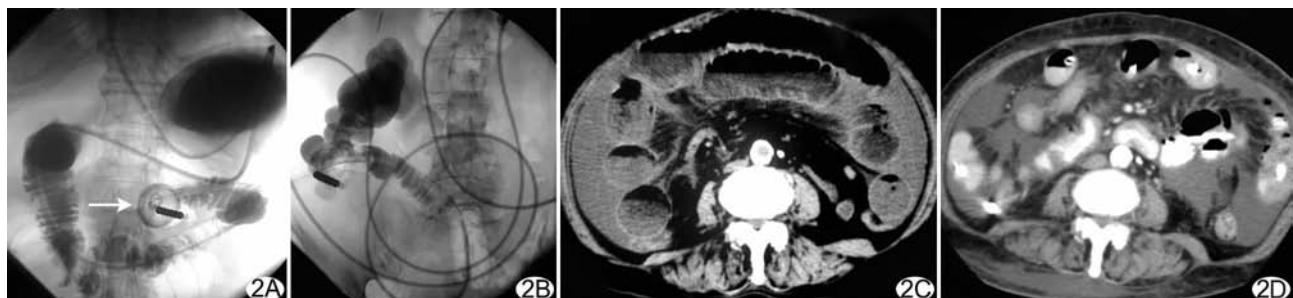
肠梗阻导管置入术 A. 经鼻置入肠梗阻导管,到达 Treitz 韧带后充盈前气囊(箭);B. 2 天后临床症状消失,排气排便,术后第 5 天经导管选择性小肠造影显示导管已达盲部,对比剂顺利进入升结肠;C. 肠梗阻导管置入前 CT 显示小肠积气扩张,内有气-液平面;D. 肠梗阻导管置入后 3 天复查 CT 显示小肠积气积液消失,肠管恢复正常,小肠内可见高密度的导管影像
